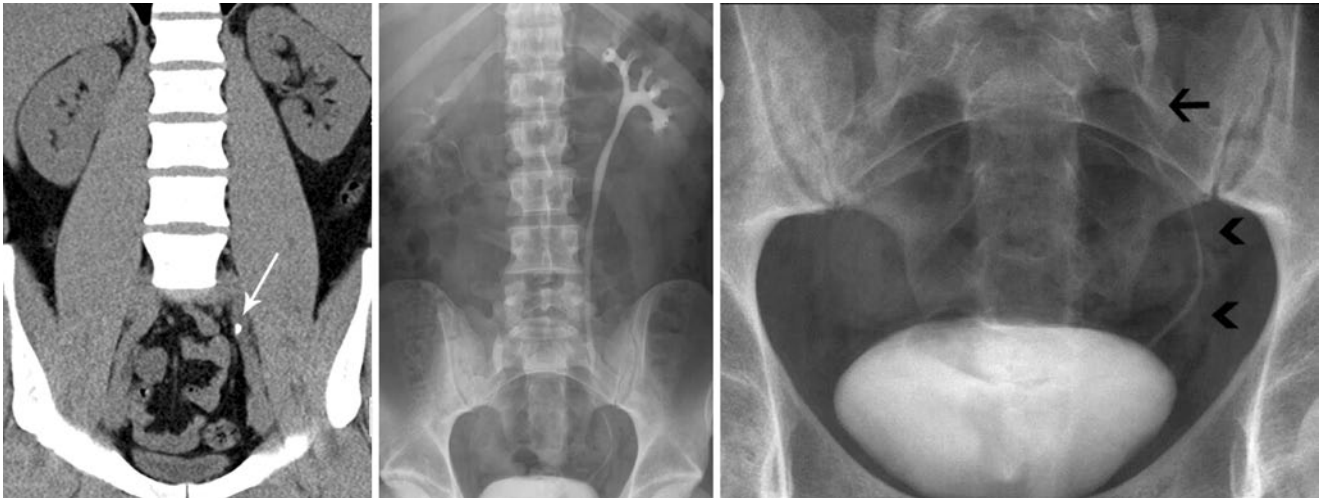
▲ Größeres Ureterkonkrement distal der Iliakalgefäßkreuzung, nicht schattengebend mit nur partieller Obstruktion. In der CT (langer Pfeil) und intravenösen Urographie (IVU, kurze Pfeile) – konservative Therapie, ggf. Ureterrenoskopie (URS)
